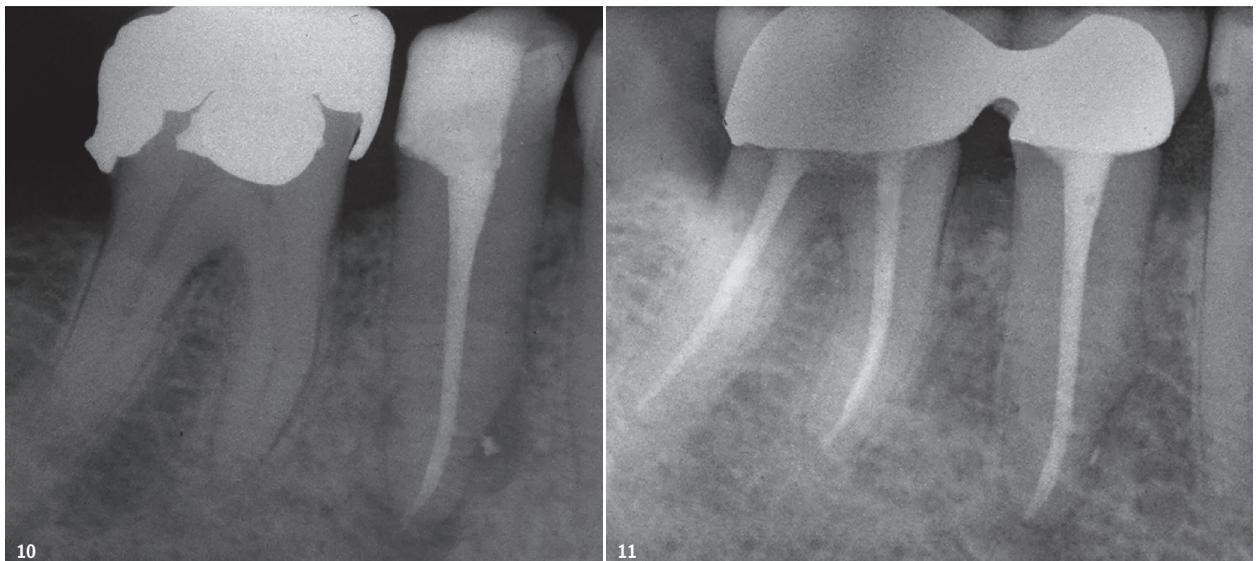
Röntgenkontrolle in Fall 2 zeigt einen obturierten, kleineren Lateralkanal. – Abb. 11: Abschlussbild nach vier Monaten.
